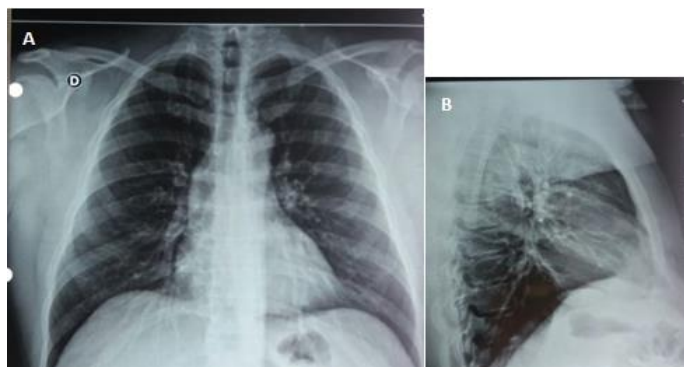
Radiografia de tórax. A: Pósterio-Anterior. B: Perfil. Índice cardiotorácico normal, campos pulmonares limpos
